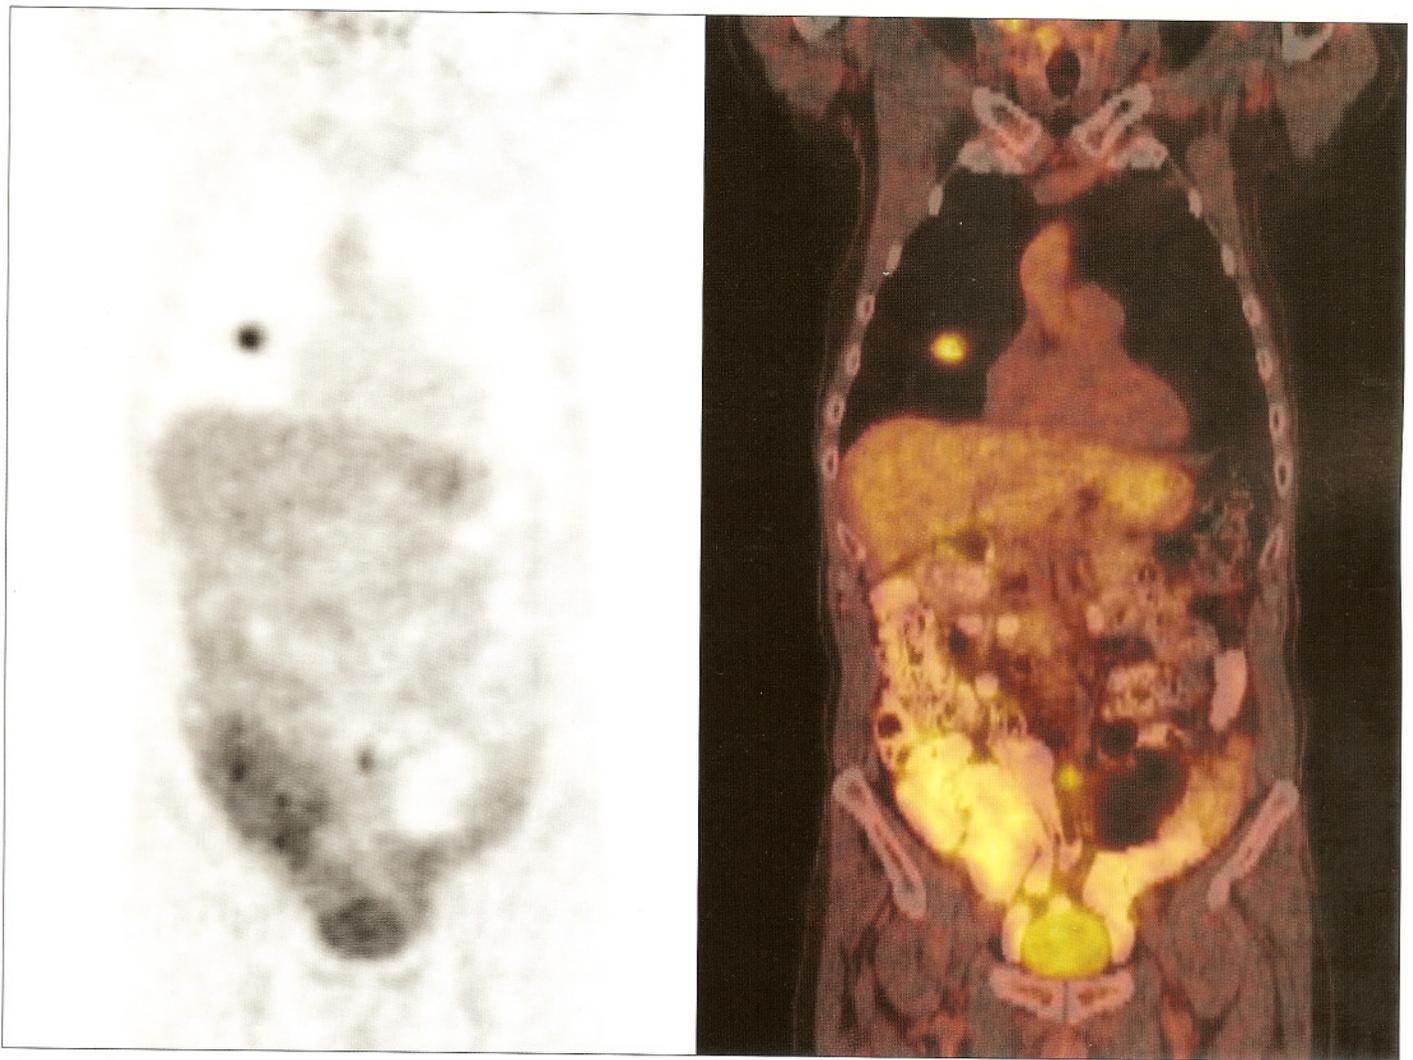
Y 4: NÓDULO PULMONAR METABÓLICAMENTE ACTIVO Y SU RELACIÓN ANATÓMICA. PET SÓLO (IZQUIERDA) Y PET-CT (DERECHA)
